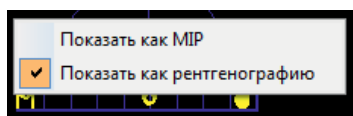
Выбор опции «Показать как рентгенографию»
